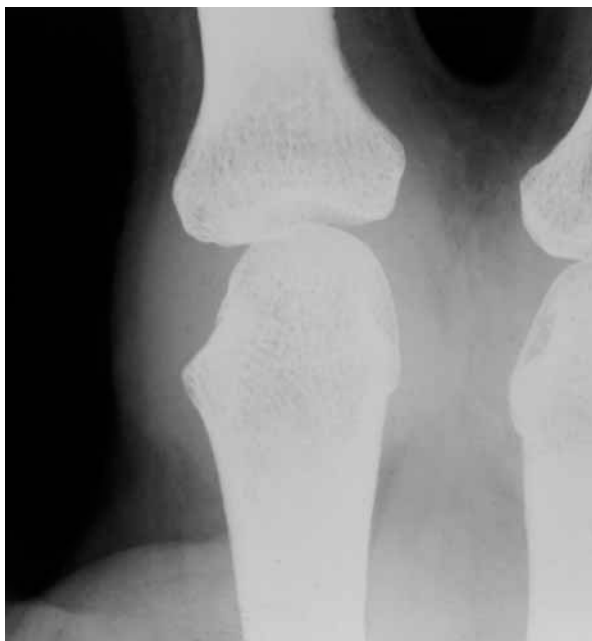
L'esame radiografico diretto evidenzia la presenza di una aspecifica tumefazione delle parti molli periarticolari, per imbottimento capsulare delle adiacenti articolazioni metacarpo-falangee e scomparsa del normale piano di clivaggio interposto, radiotrasparente
